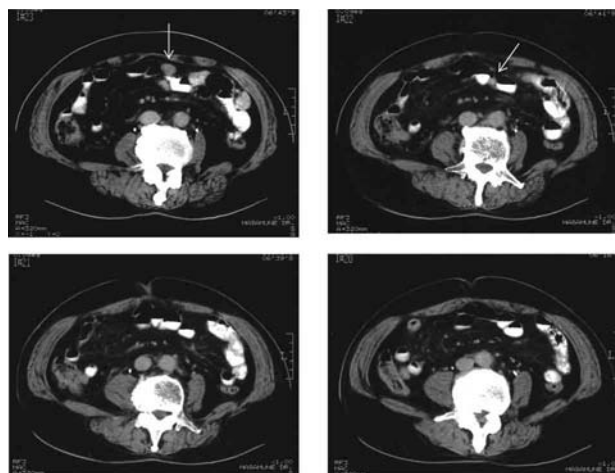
腹部 CT 検査所見（2004.3.1）
